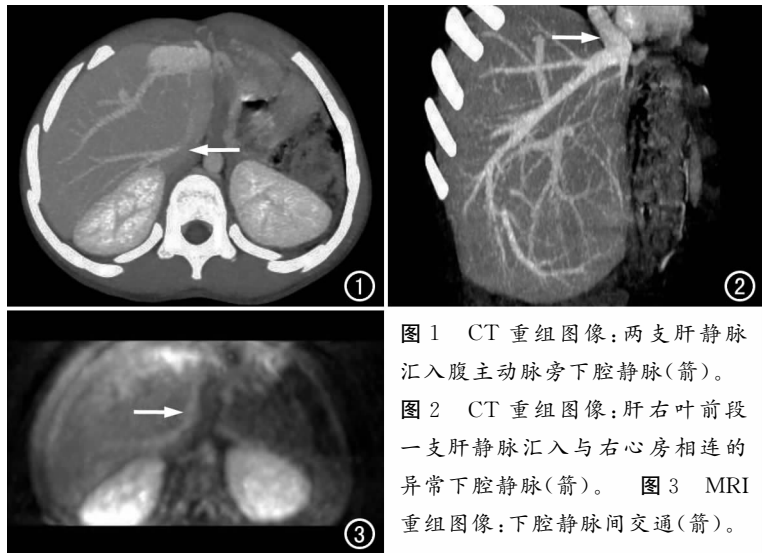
CT 重组图像: 两支肝静脉汇入腹主动脉旁下腔静脉(箭)。
